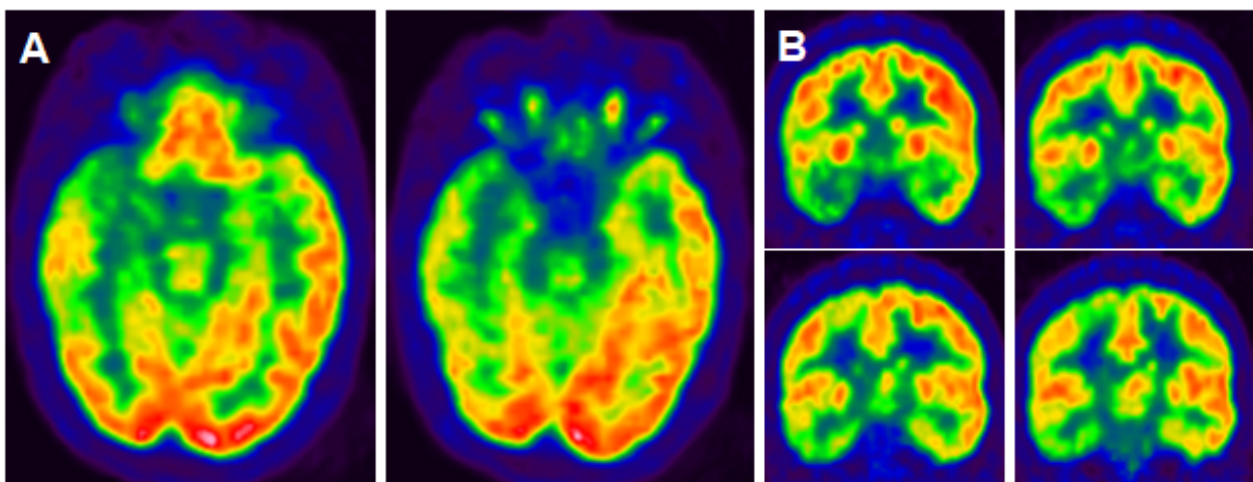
PET con un área de déficit funcional temporal derecha
